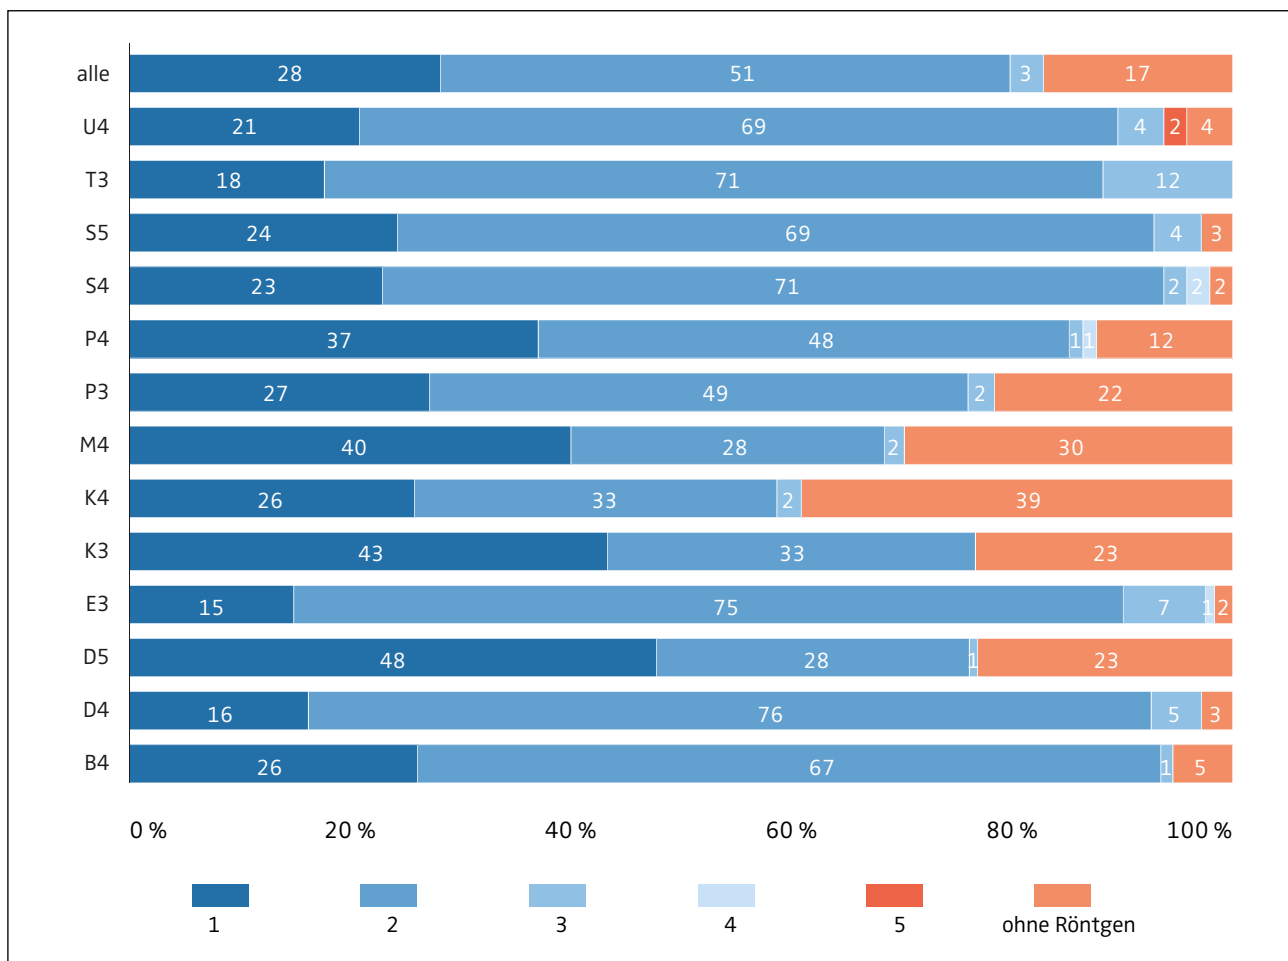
Häufigkeit von Röntgenaufnahmen Ä934a für Patienten mit abgeschlossener KFO-Behandlung nach KIG (n = 1.595) (*)
